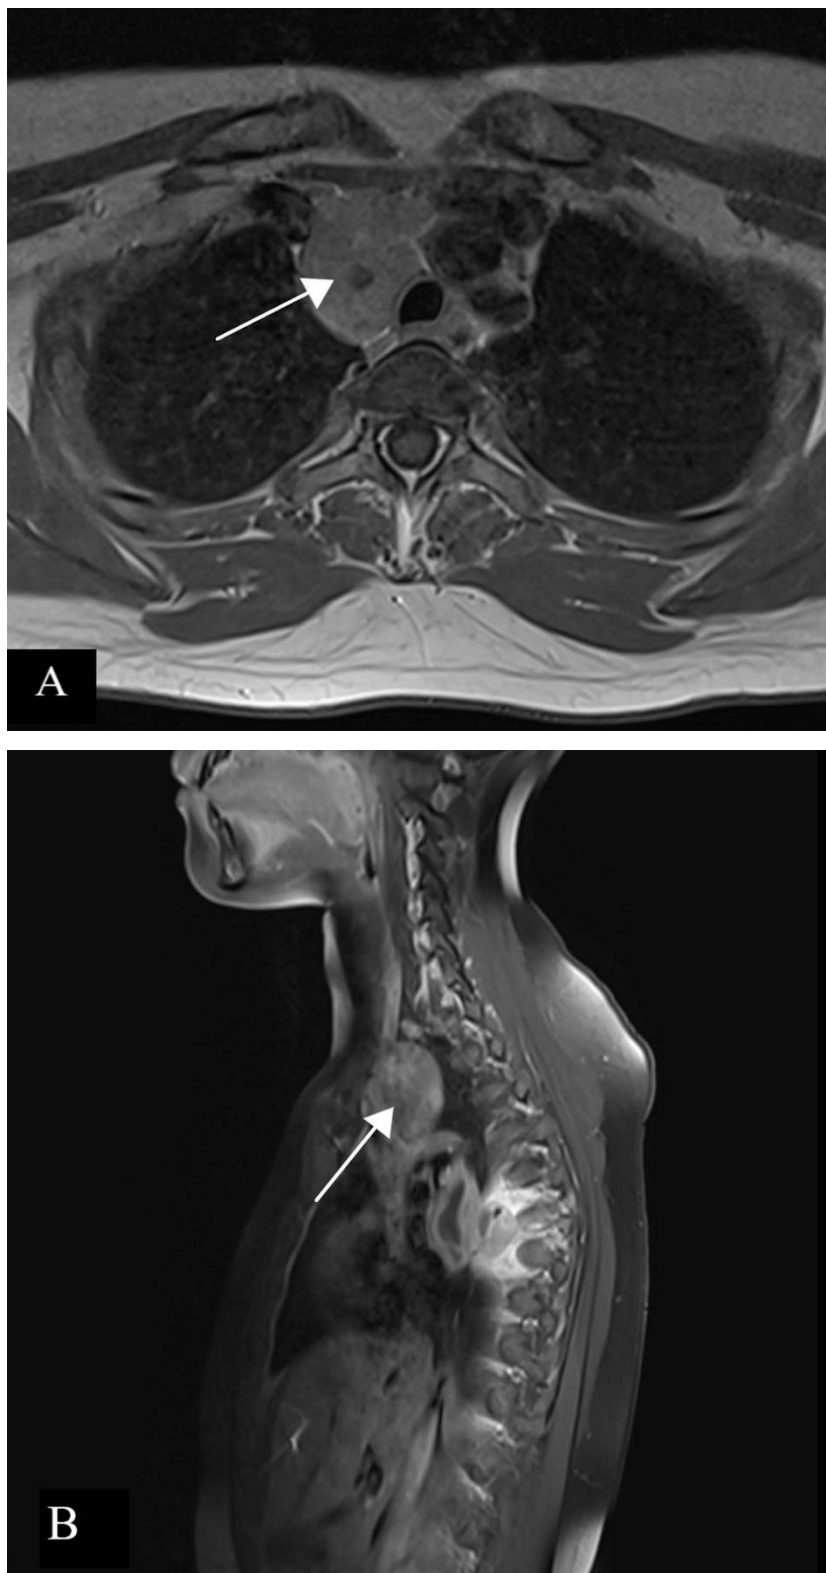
and 2B. Contrast-enhanced T1-weighted MRI images in the axial (A) and sagittal (B) planes. The white arrow indicates the pathological lymph node mass in the mediastinum. Ryc. 2A i 2B. Obraz MR w sekwencji T1-zależnej z kontrastem w płaszczyźnie poprzecznej (A) i w płaszczyźnie strzałkowej (B). Białą strzałką oznaczono patologiczną masę węzłową (B) w śródpiersiu.
